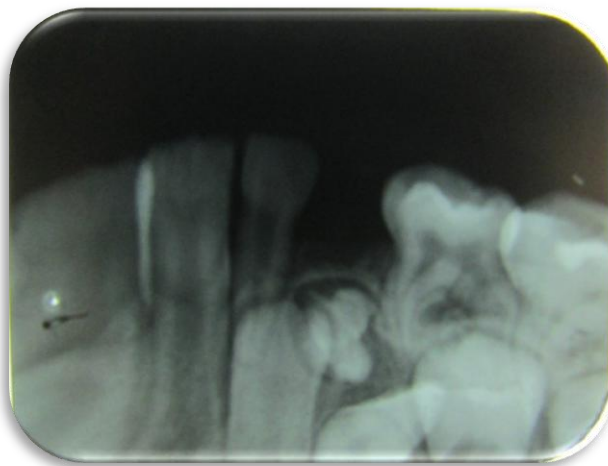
radiografia inicial, observa-se imagem radiopaca na região do dente 73.
